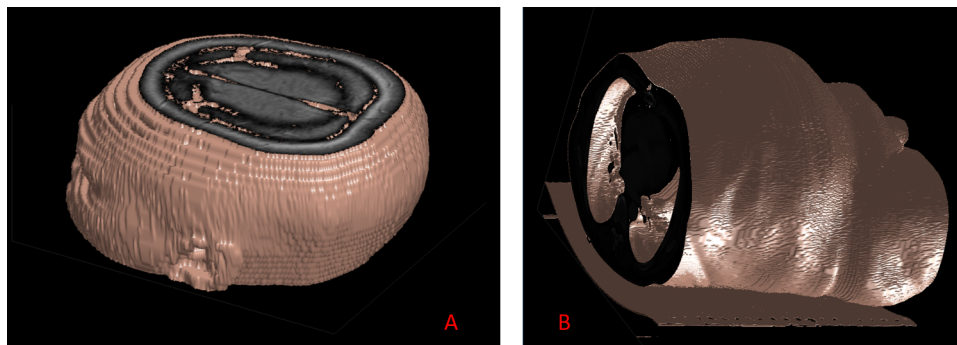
Reconstrucción 3D a partir de las imágenes 2D. En A se tiene la reconstrucción a partir de una resonancia magnética, en tanto que en B se obtuvo a partir de una tomografía.
